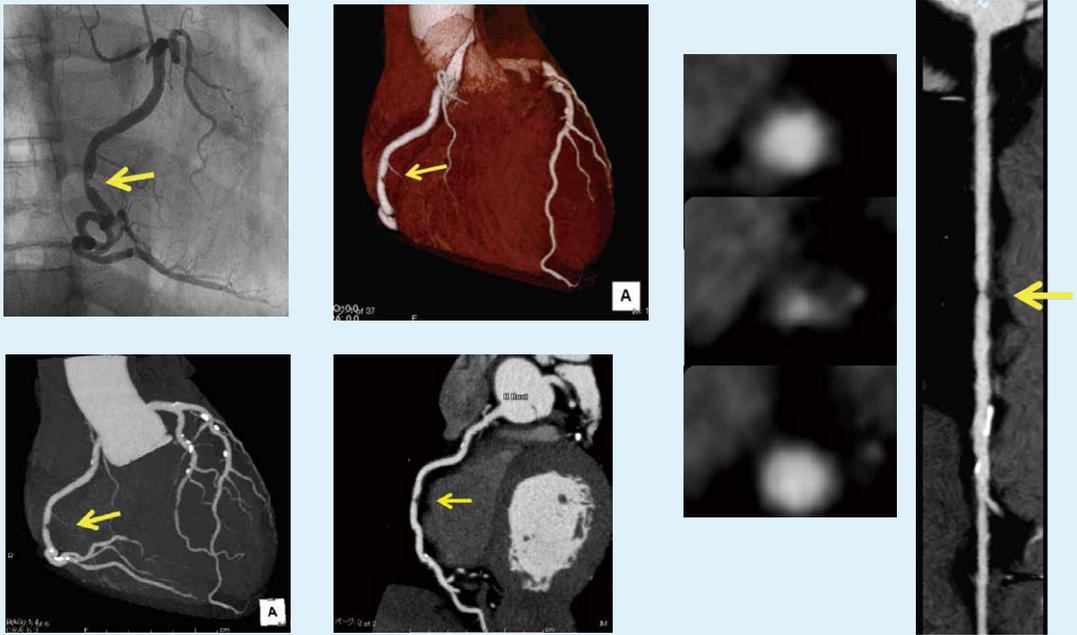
冠動脈診断の進歩：CT による非侵襲的冠動脈造影の躍進
